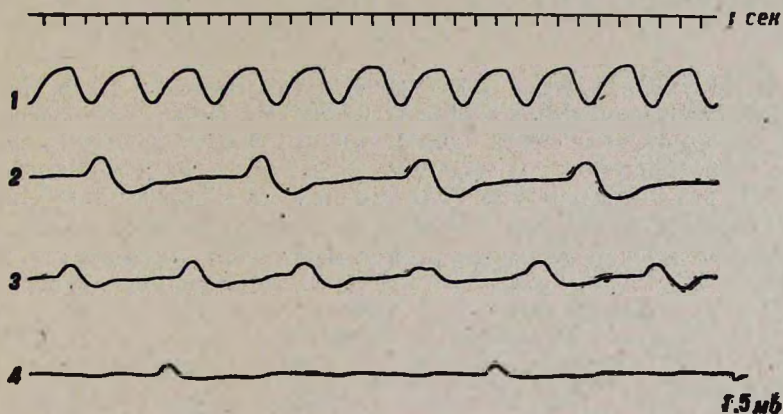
Влияние арсената натрия на медленноволновую активность мочеточника. 1—активность, зарегистрированная до включения перфузии; 2—перфузирующий раствор Кребса; 3—добавление арсената натрия в раствор Кребса (через 1—2 мин); 4—арсенат натрия в растворе Кребса (через 5—6 мин). Калибровка: 1,5 мВ, отметка времени 1 с
